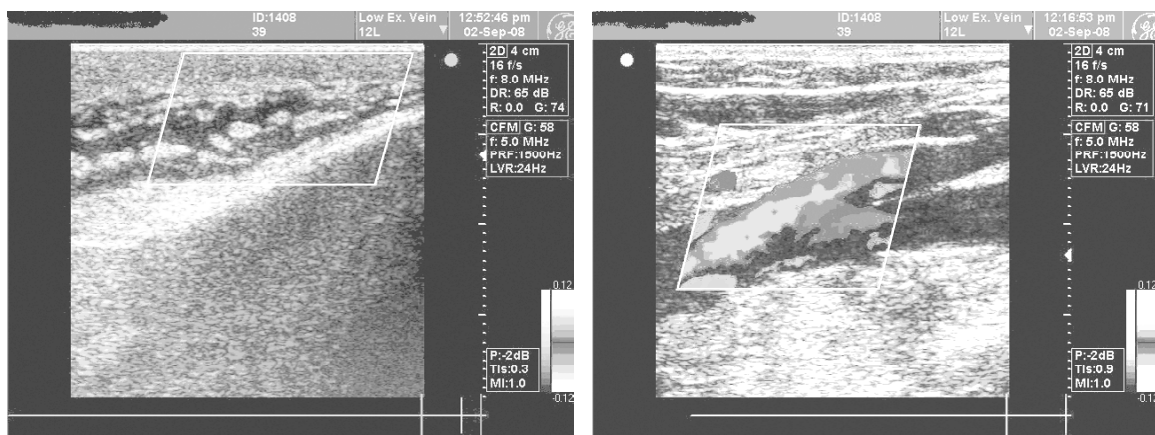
УЗИ картина лимфостаза и замедления кровотока в бедренной вене больной С.
